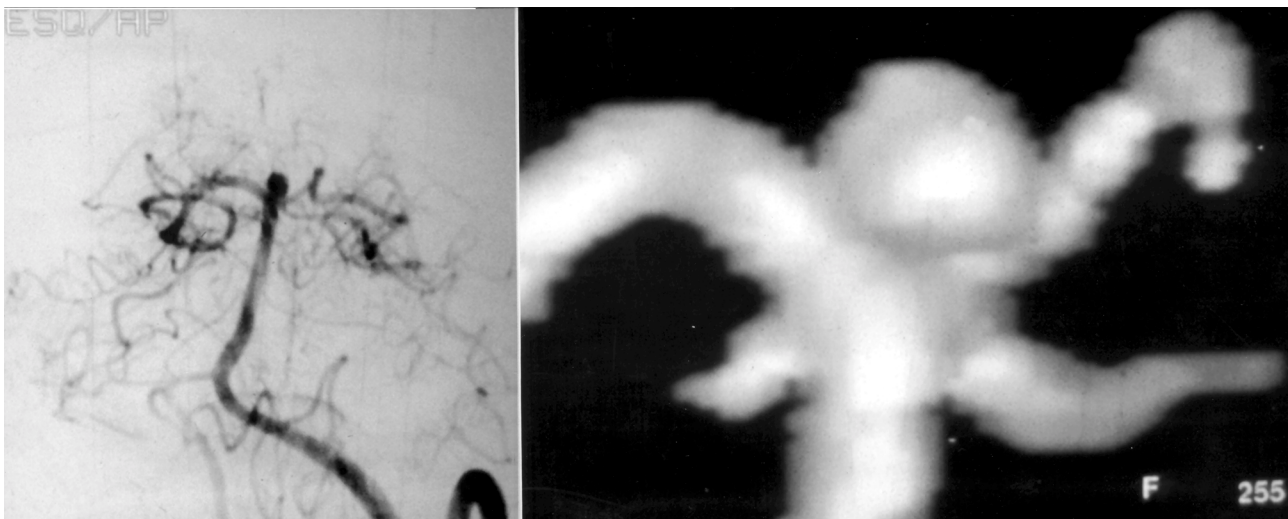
Paciente de 42 anos, feminino, com hemorragia subaracnóide, grau I na escala de Hunt & Hess. A- Angiografia digital seletiva da artéria vertebral esquerda evidencia aneurisma do topo da artéria basilar, medindo 4 mm de comprimento por 2mm ao nível do colo. B- Angiografia por ressonância magnética, técnica 3D-TOF, evidencia aneurisma do topo da artéria basilar, medindo 4 mm de comprimento por 2mm ao nível do colo.
